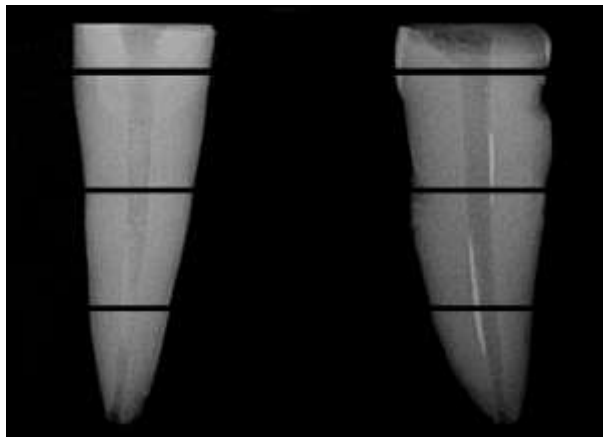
Exemple d'une dent découpée virtuellement à partir des radiographies en incidence MD et VL
